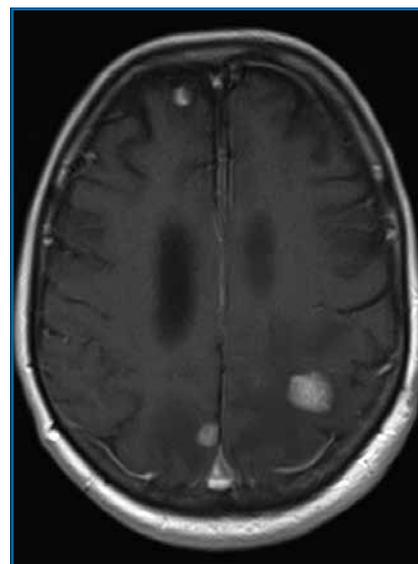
IRM cérébrale en T1 avec injection de gadolinium : métastases cérébrales multiples apparaissant en hypersignal.
